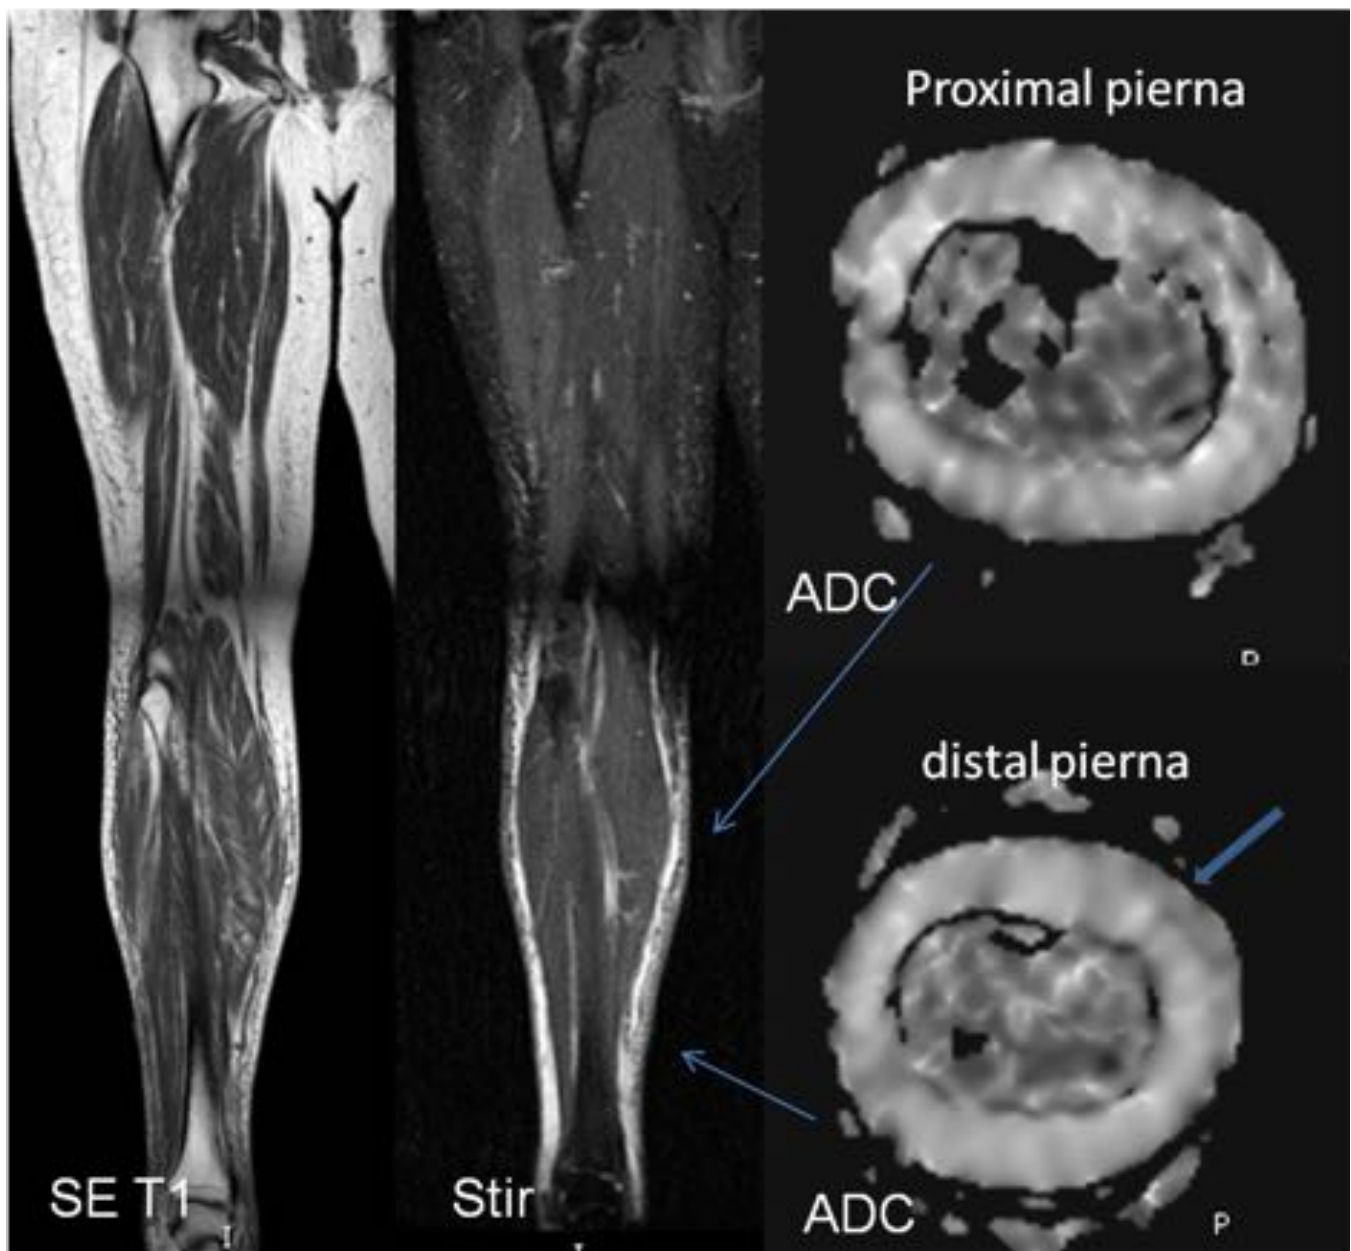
Mujer de 50 años con celulitis en pierna derecha. Se solicita RM debido a mala evolución clínica, se sospecha afectación de los planos profundos. En la secuencia T1 y Stir se aprecia edema en el tejido celular subcutáneo de la pierna. No se aprecian claros focos de restricción en el mapa de ADC que sugieran absceso o necrosis. No existe afectación de los planos profundos.
